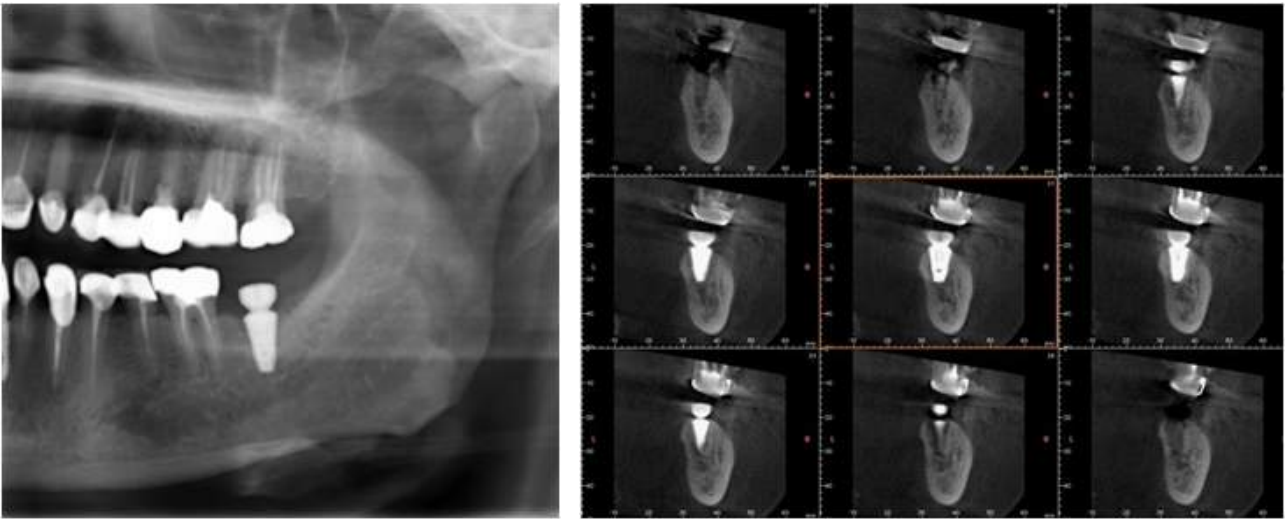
증례1의 2차수술후 파노라마사진, CBCT
